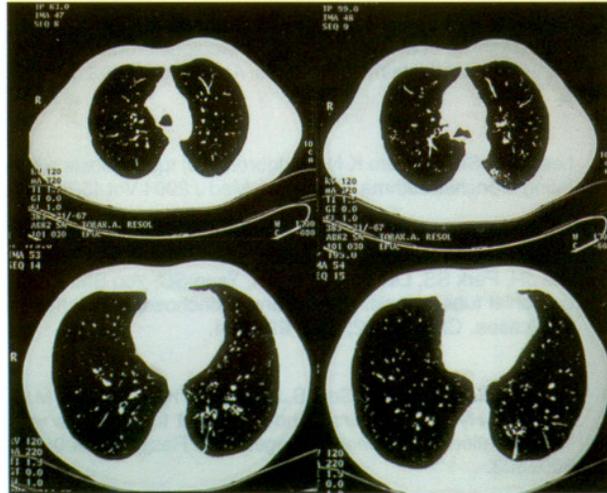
TAC de tórax: normal.
